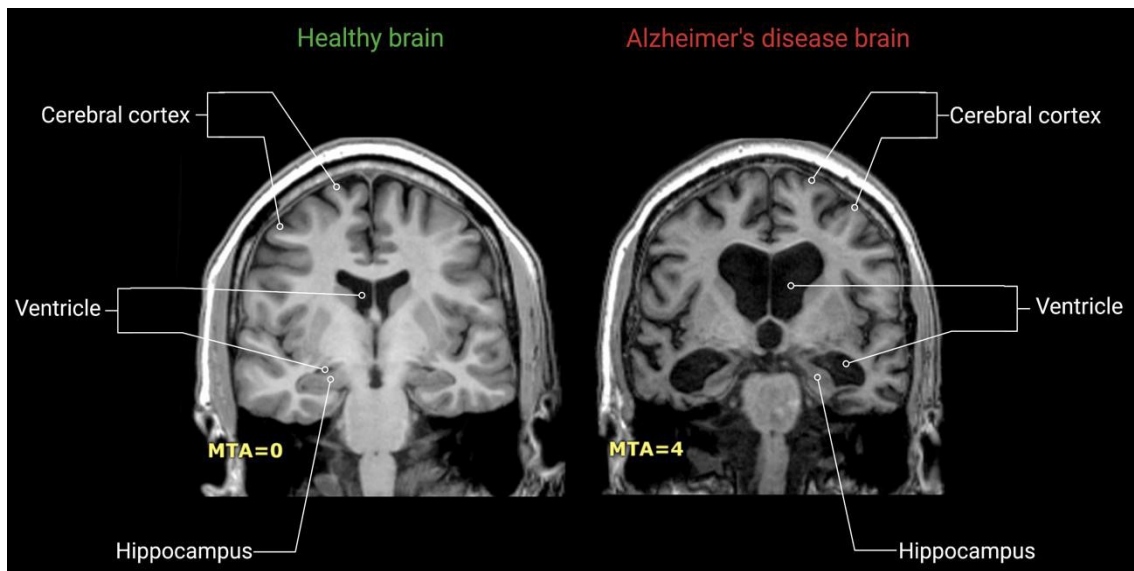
In immagine, rappresentazione alla MRI di cervello sano (sinistra) versus cervello di paziente con demenza di Alzheimer (destra). Si apprezzano chiaramente l'assottigliamento della corteccia, l'allargamento ventricolare e la riduzione del volume ippocampale. Figura tratta da van Oostveen e de Lange (2021).
